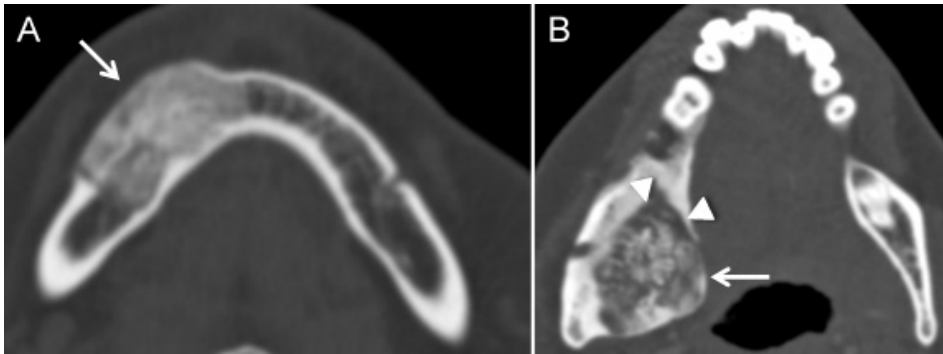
Fibroma ossificante. Imagens axiais de TC em janela óssea (A e B), apresentando lesões unifocais, expansivas, com atenuação predominante em vidro despolido (setas), em (A) na vertente direita do corpo mandibular e em (B) no ramo ascendente direito. Ambas demonstram uma zona de transição estreita e em (B) a lesão encontra-se marginada por um bordo lucente (cabeças de seta).
